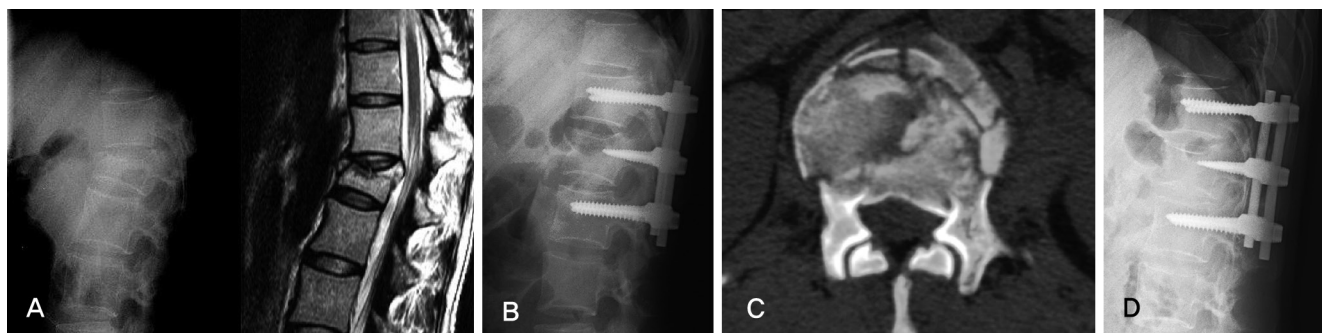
(A) 37-year-old woman, L1 burst fracture, load sharing score is 7. (B) Short segment transpedicular fixation was done from T12 to L2. (C) Axial CT image shows comminution, canal encroachment. (D) Follow-up X-ray at 6 years shows minimal loss of correction.
